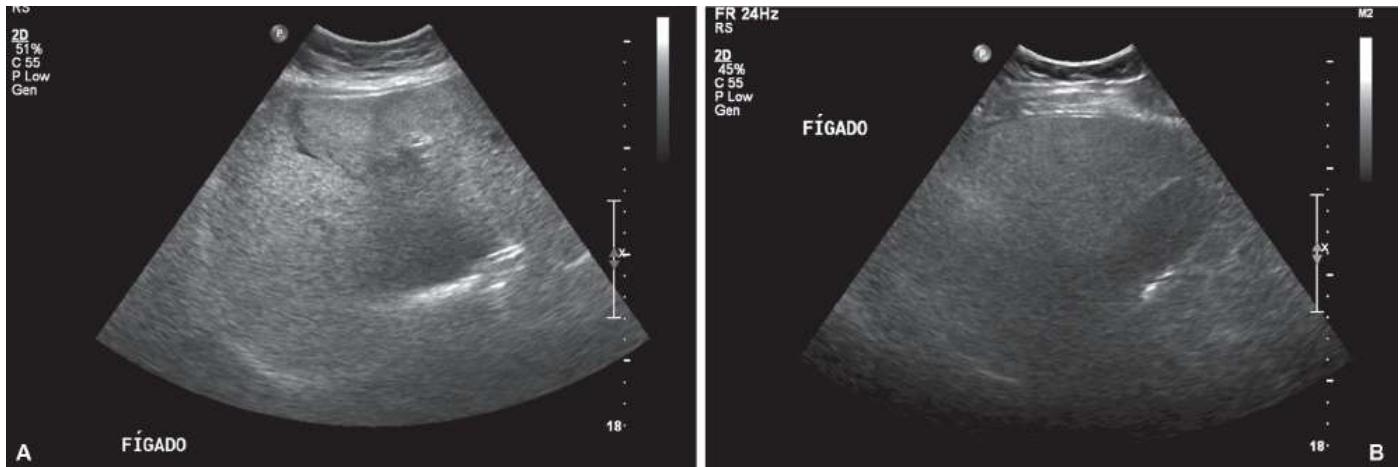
Imagens de ultrassonografia do abdome de uma paciente obesa de 32 anos evidenciando importante atenuação do feixe sonoro com visualização prejudicada do fígado (A) e da vesícula biliar (B).
